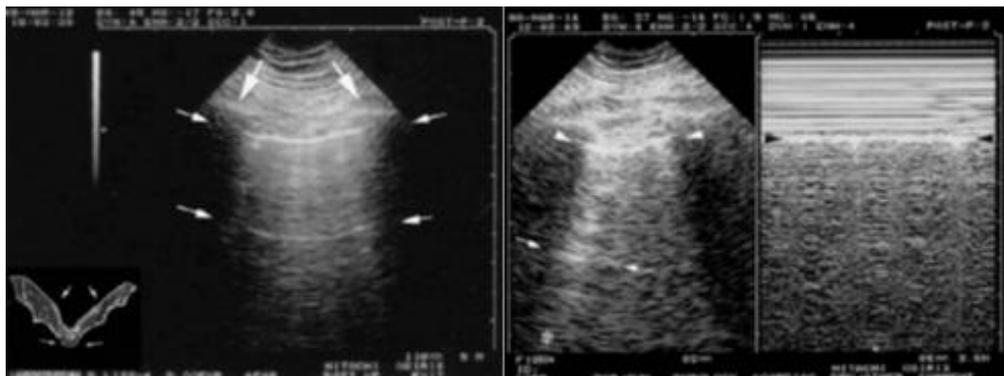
Aspecto ecográfico del pulmón sano. (Extraído de: Lichtenstein DA. BLUE-Protocol and FALLS-Protocol Two Applications of Lung Ultrasound in the Critically ill. Chest 2015; 147: 1659-70.)
